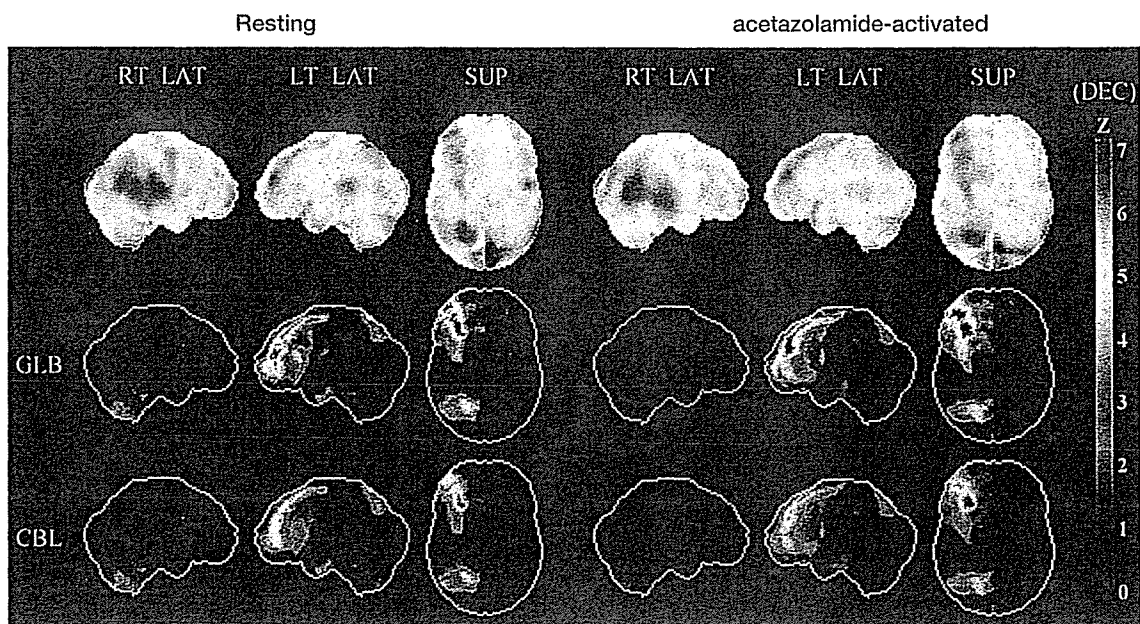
図4-6の症例での術後脳血流 SPECT の Z score 画像解析
